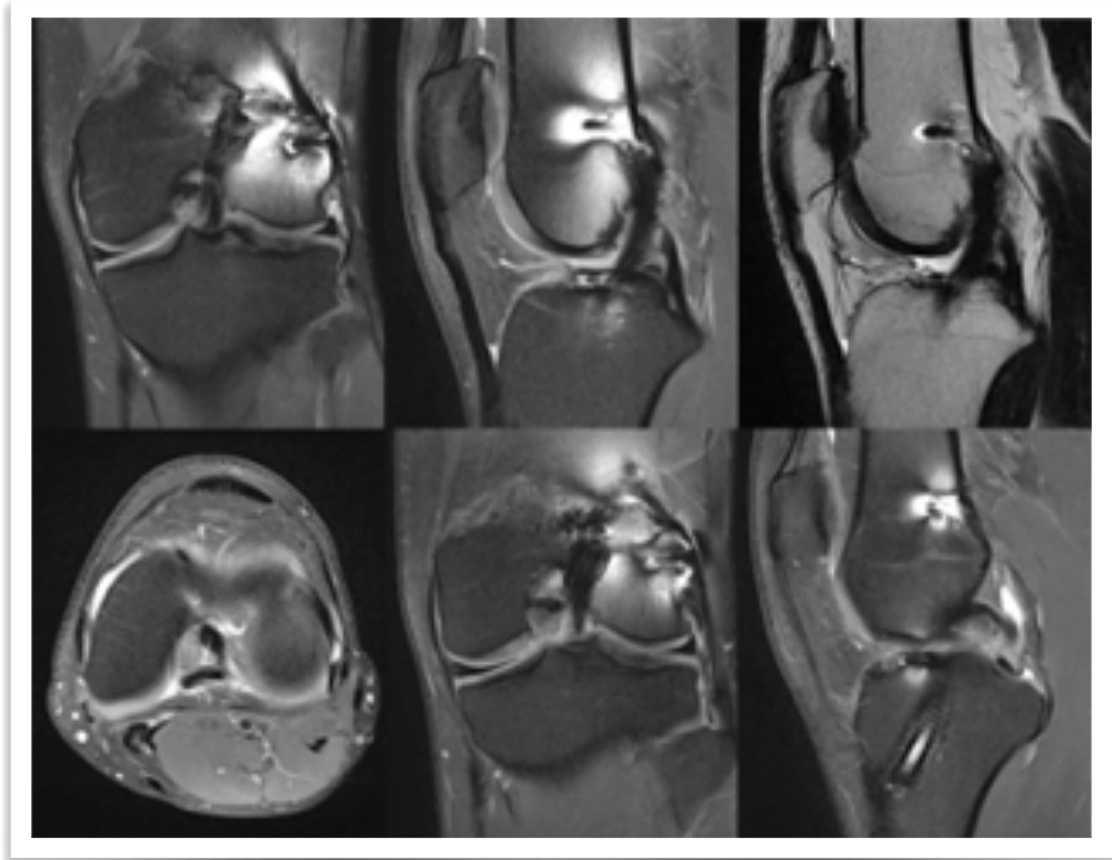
Aspecto en RM de una reconstrucción de LCA de más de 1 año de evolución. Aspecto del injerto ligamentario en cortes coronal, sagital y axial (a-d), y aspecto de las tunelizaciones femoral y tibial (e-f).
